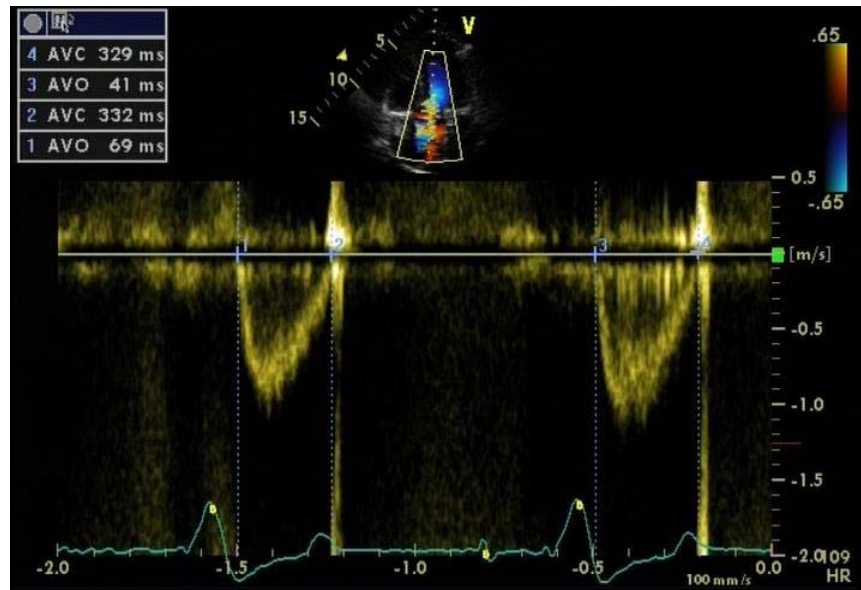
Exame do paciente nº 24. Determinação do intervalo ejetivo do ventrículo esquerdo através do Doppler pulsátil. AVO: abertura da valva aórtica; AVC: fechamento da valva aórtica.
